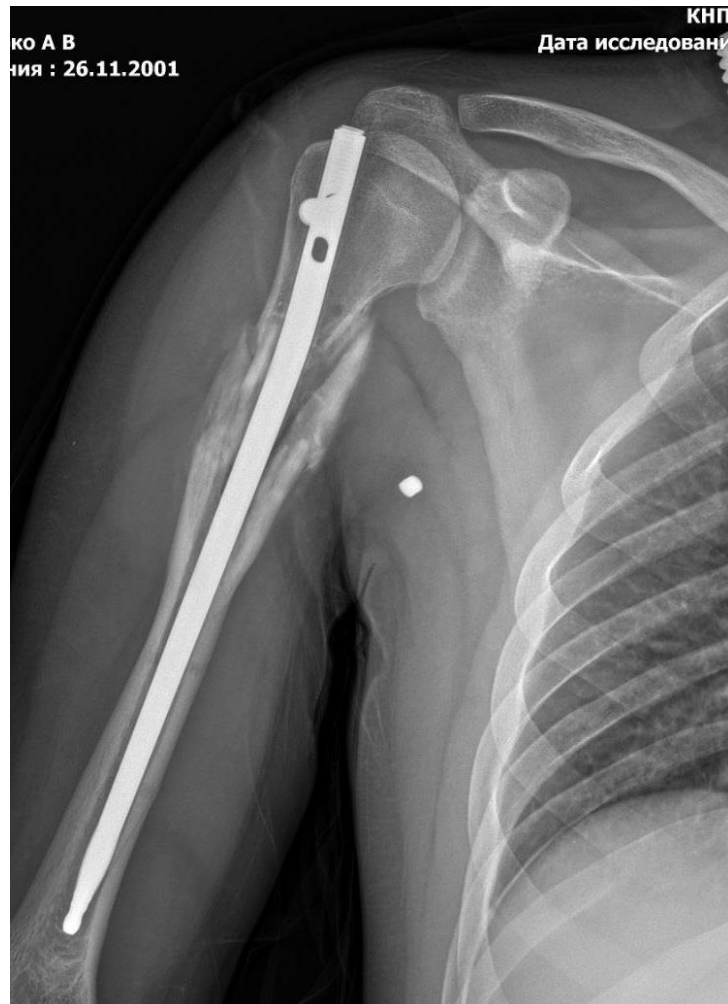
Рентгенограма вогнепального перелому верхньої третини правої плечової кістки, стан після БІОС.
